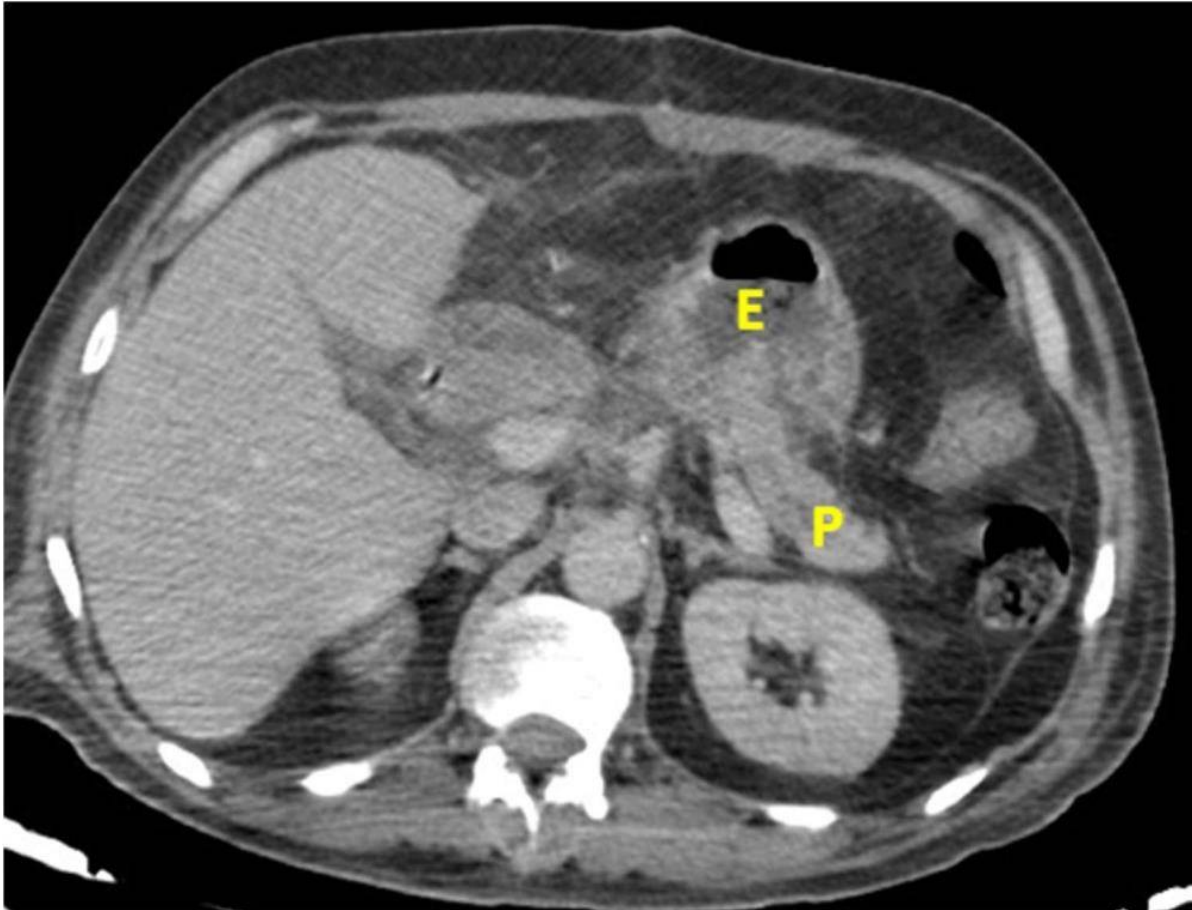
aspect TDM de l'anastomose pancréatico-gastrique ; le pancréas restant est orienté vers l'avant.
